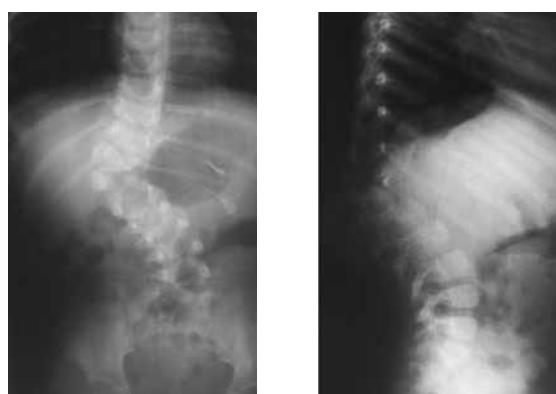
Рентгенограммы в возрасте 1 год 7 месяцев
